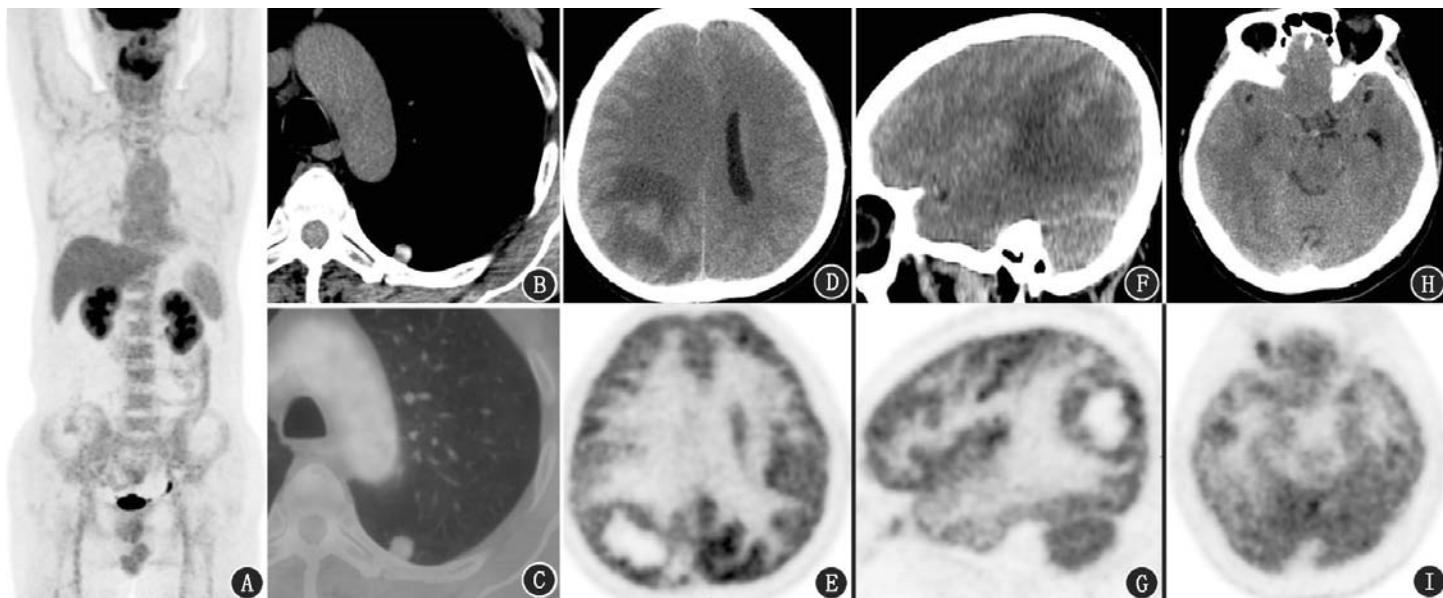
脑和肺占位患者(男,60岁) ^{18}F -脱氧葡萄糖(FDG)PET/CT显像图。A.躯干PET最大密度投影(MIP)图未见明显异常;B,C.横断面CT(纵隔窗)及PET/CT图可见左肺下叶背段小结节,边缘较光整,代谢与纵隔血池相近,纵隔窗可见结节明显钙化;D~G.脑CT及PET横断面、矢状面图像可见右侧顶枕叶囊性占位,囊壁厚薄不均且代谢明显增高,周围伴大片状代谢减低的低密度水肿带,邻近右侧皮质代谢减低,中线结构左移;H,I.脑CT及PET冠状面图像示右侧颞叶外侧皮质下代谢增高小结节,周围白质区见水肿带
